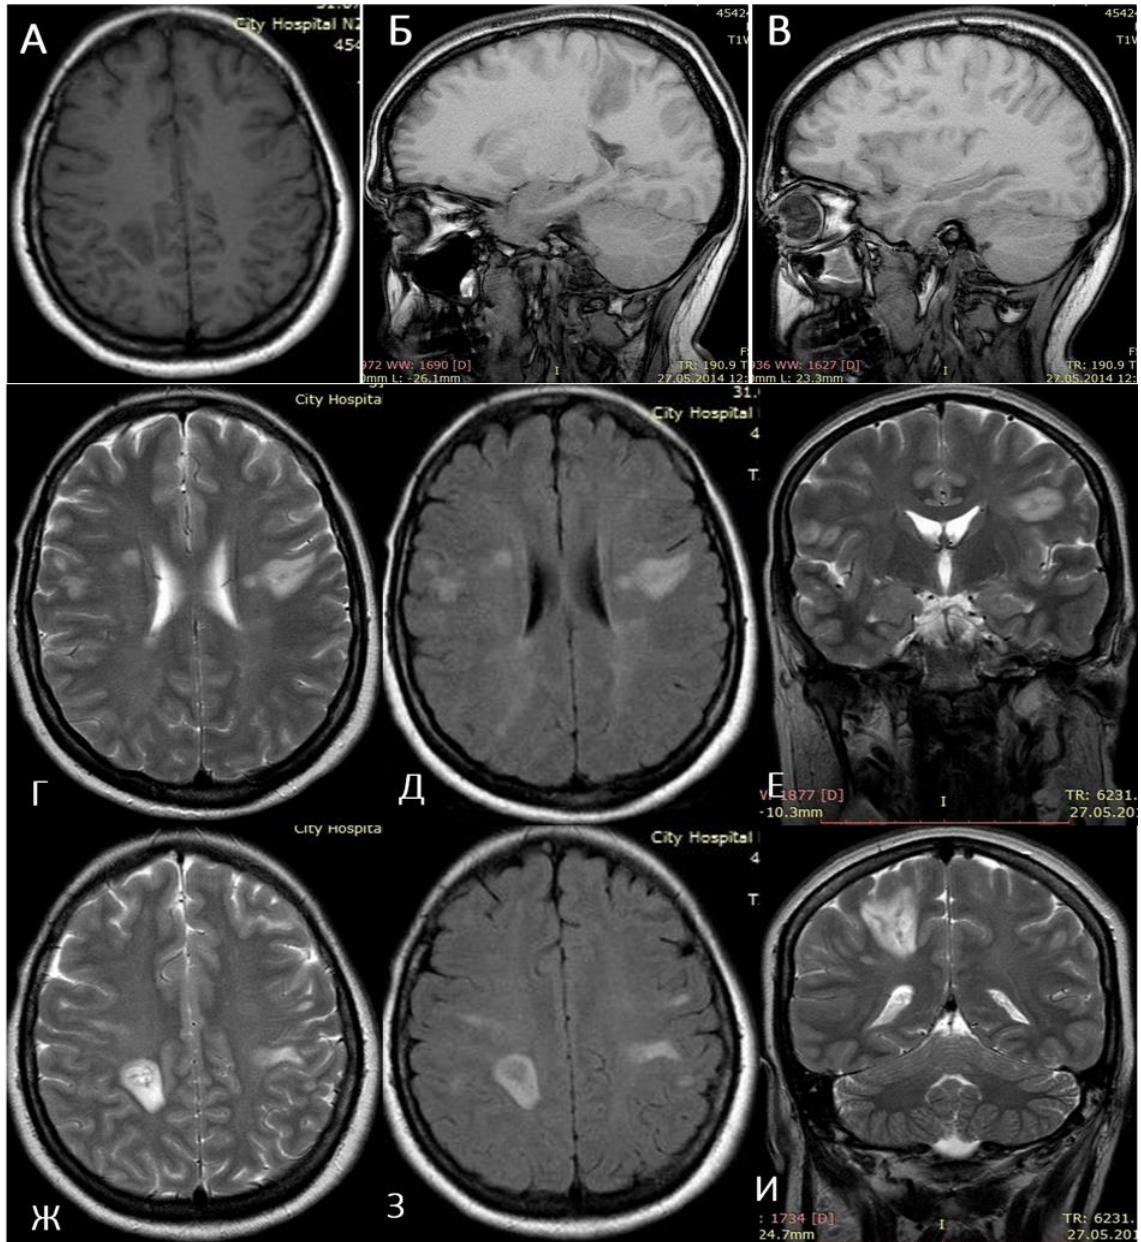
МРТ головного мозга пациентки А., 34 лет, без контрастного усиления в режиме T1 ВИ в аксиальной (А) и сагиттальной проекциях (Б, В), в режиме T2 ВИ в аксиальной (Г, Д) и коронарной (Е, И) проекциях, в режиме T2 FLAIR в аксиальной проекции (Ж, З). Диагноз: острый левосторонний гнойный средний отит, мастоидит, отогенный менингоэнцефалит, множественные очаги энцефалитического поражения головного мозга. В структуре больших полушарий головного мозга в белом веществе субкортикально определяются многочисленные очаги гиперинтенсивного МР-сигнала на T2 ВИ (Г, Ж, Е, И) и изогипоинтенсивного на T1 ВИ (А – В) и T2 (Д, З)
